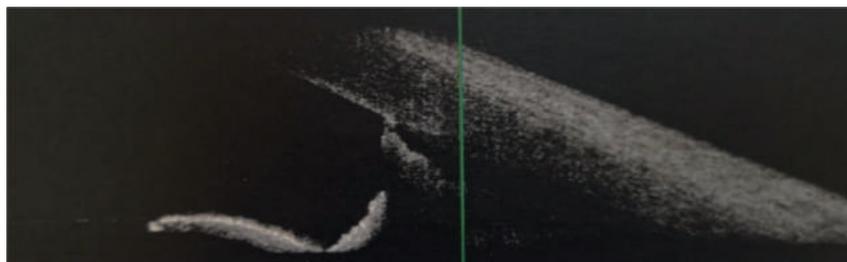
Правый глаз. Оптическая когерентная томография переднего отрезка глаза
